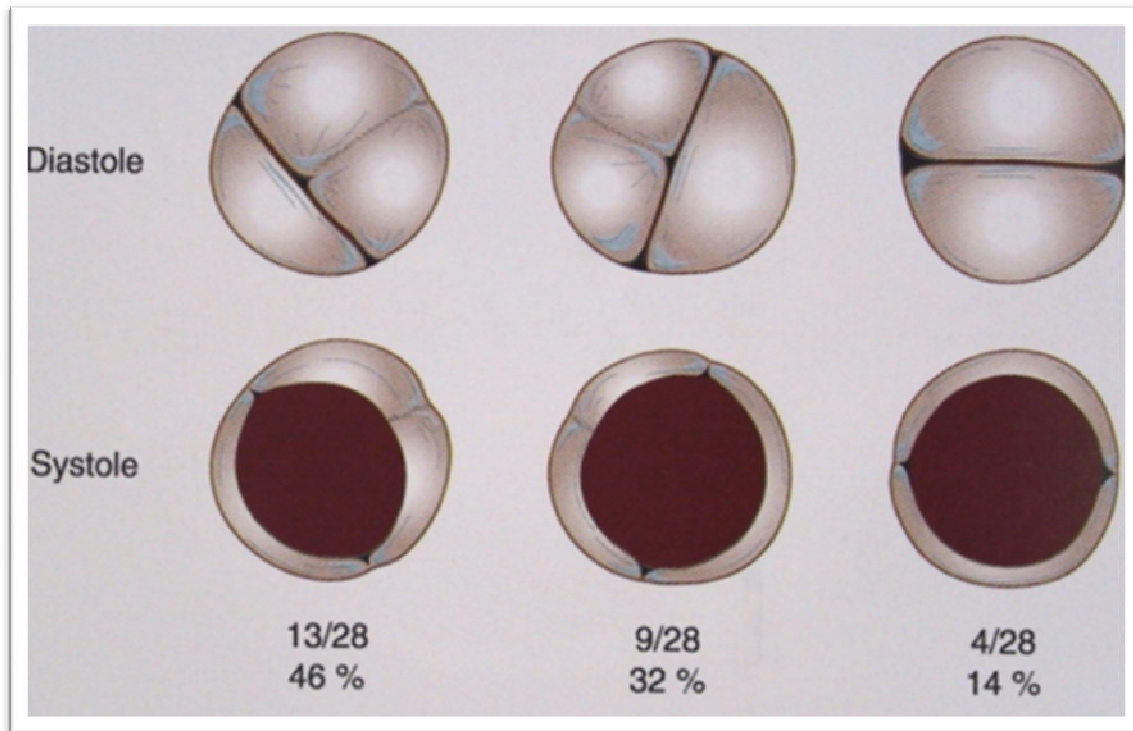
le modèle morphologique objectivé à l'échocardiographie de 28 patients porteurs de BA, en coupe parasternale petit axe.
